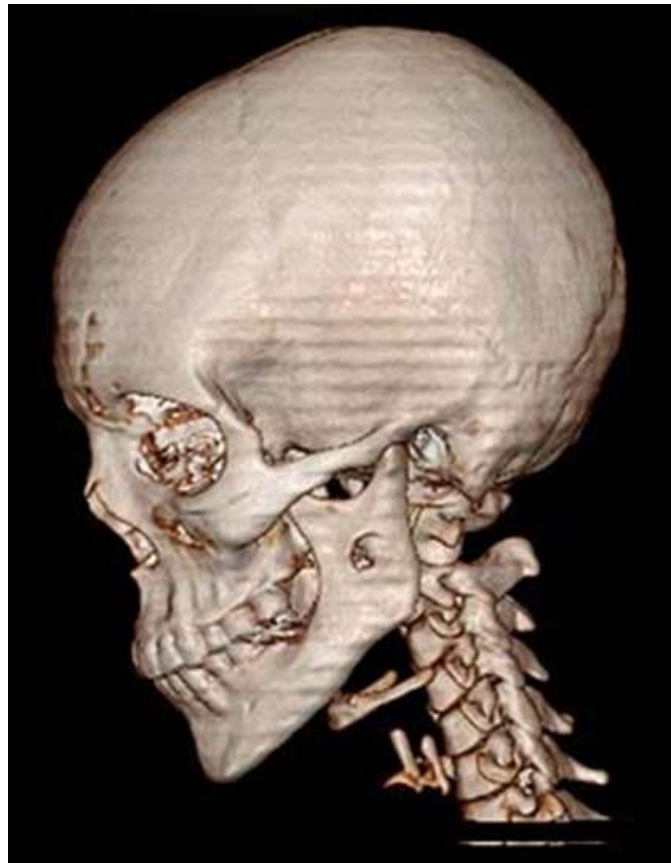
Estudio preoperatorio de tomografía con reconstrucción tridimensional. Obsérvese la zona de perforación cortical y parte de la corona dentaria
